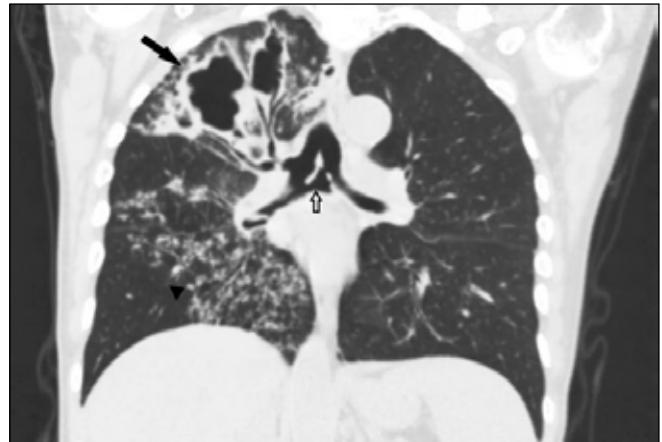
Güncel kontrastsız toraks BT tetkikinde maksimum intensite projeksiyon (MIP) görüntüde sağ üst lob apikal- posterior segmentte kalın cidarlı kavite (uzun siyah ok), bilateral akciğer parankiminde yaygın tomurcuklanan ağaç manzarası (siyah ok başları) daha net izlenebilmektedir.
